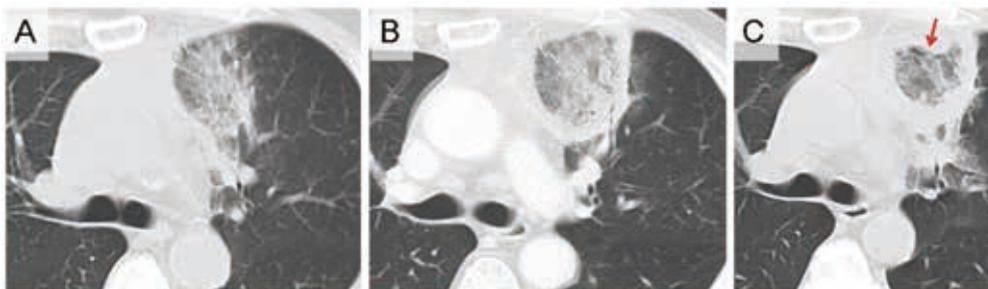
胸部CT画像における reversed CT halo sign
